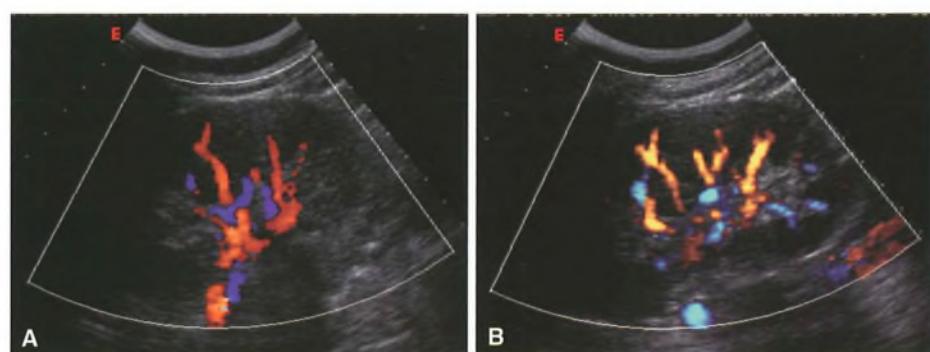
A) Eco-color-Doppler: quadro di normalità con evidenziazione dei vasi venosi e arteriosi, ilari e parenchimali. B) Power-Doppler: con questa tecnica è possibile la visualizzazione e la distribuzione intraparenchimale dei vasi.
